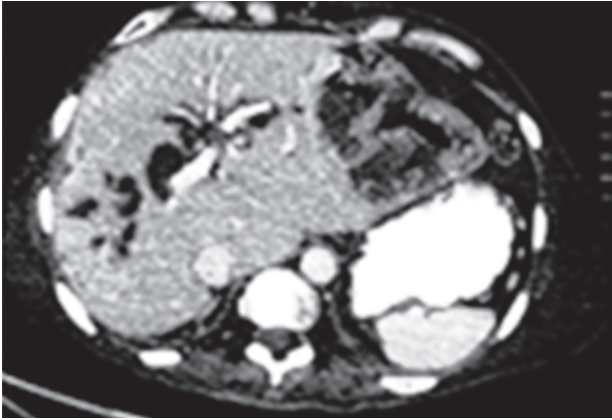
TAC de abdomen del caso 1. Evidencia de absceso hepático
